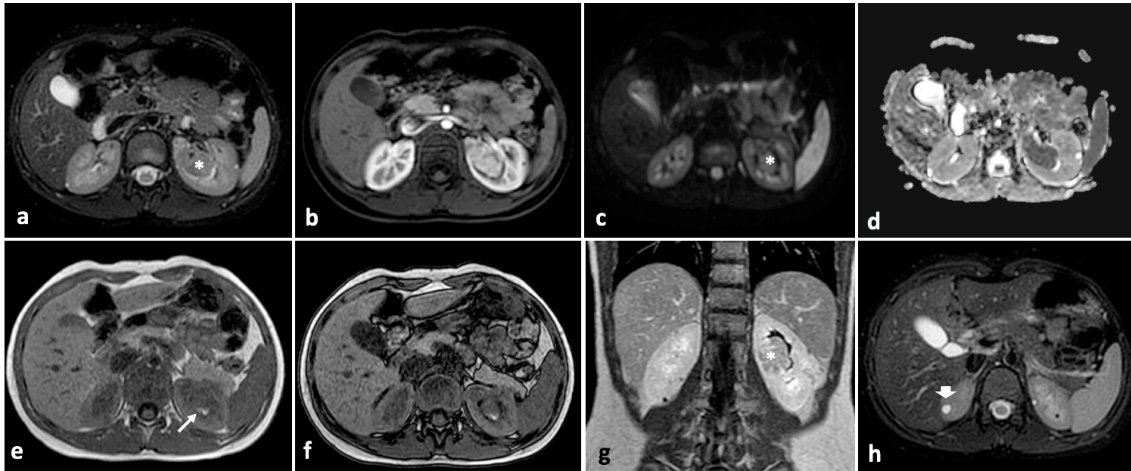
Paciente masculino de 9 años de edad con esclerosis tuberosa y lesión renal izquierda en seguimiento. Resonancia contrastada de abdomen planos axiales T2 (a y h), T1 con contraste (b), DWI (c), mapas de ADC (d), en fase (e), fuera de fase (f) y coronal T1 contrastado (g) muestra masa sólida < de 5cm (asterisco), ligeramente hipointensa en T2, con realce heterogéneo con el contraste, restricción a la difusión y foco hiperintenso de hemorragia en T1 simple (flecha blanca delgada en e). En las secuencias en fase y fuera de fase no hay caída de la señal que demuestre la presencia de grasa intralesional. Se observan múltiples quistes simples en ambos riñones (flecha blanca en h). Ante la sospecha de un tumor de células renales se realizó biopsia con resultado de histopatología de un angiomiolipoma pobre en grasa.
